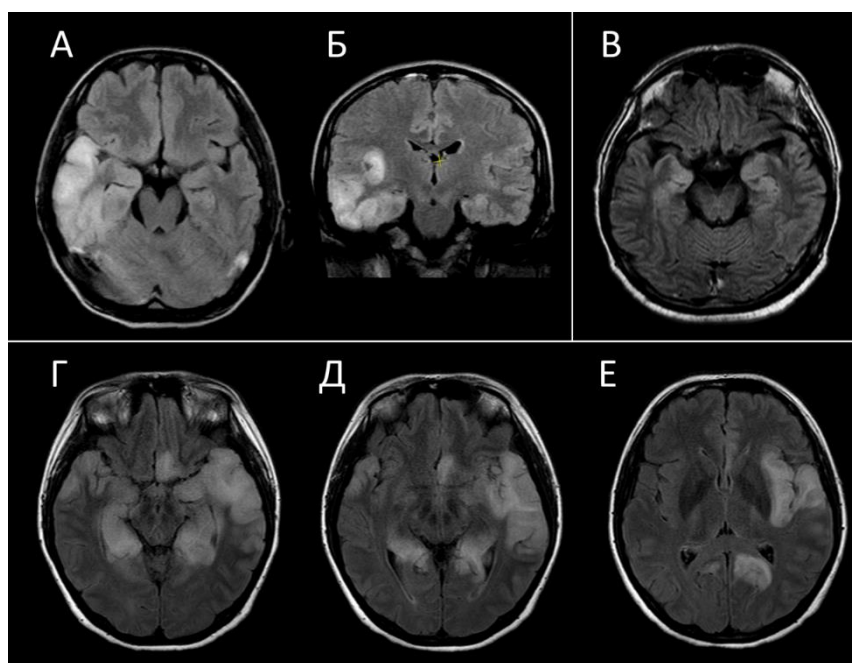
МРТ пациентов с анти-NMDAR АЭ. А (T2-FLAIR, аксиальный срез) и Б (T2-FLAIR, коронарный срез) – зона повышения интенсивности МР-сигнала в передних отделах височной доли и островке справа; В (T2-FLAIR, аксиальный срез) – гиперинтенсивный МР-сигнал от медиобазальных отделов височных долей; Г-Е (T2-FLAIR, аксиальные срезы) – обширные зоны повышенного МР-сигнала в обеих гемисферах мозга, локализованные в медиобазальных отделах височных
